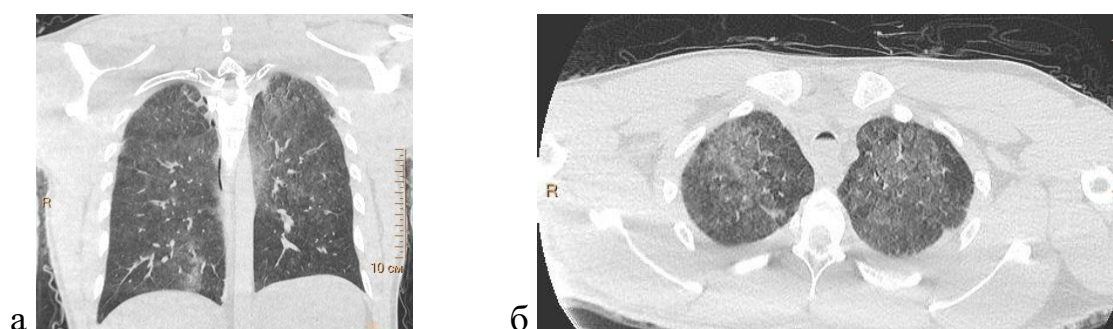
а - Эмфизема легких (*emphysema aquosum*). Рисунок 6 б - Картина «мозаичной перфузии» в легких. Посмертное КТ-исследование
